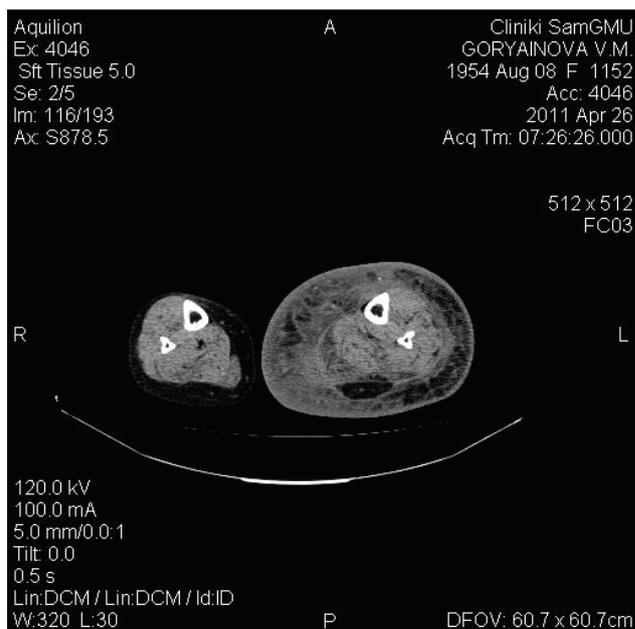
Компьютерная томограмма голени пациентки Г. с вторичной лимфедемой III степени.
